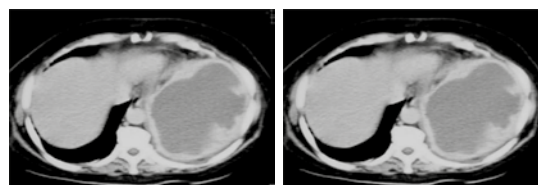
Mujer de 48 años con pielonefritis xantogranulomatosa que desarrolla absceso esplénico por contigüidad, selección de imágenes axiales de tomografía por complicación del padecimiento renal.
